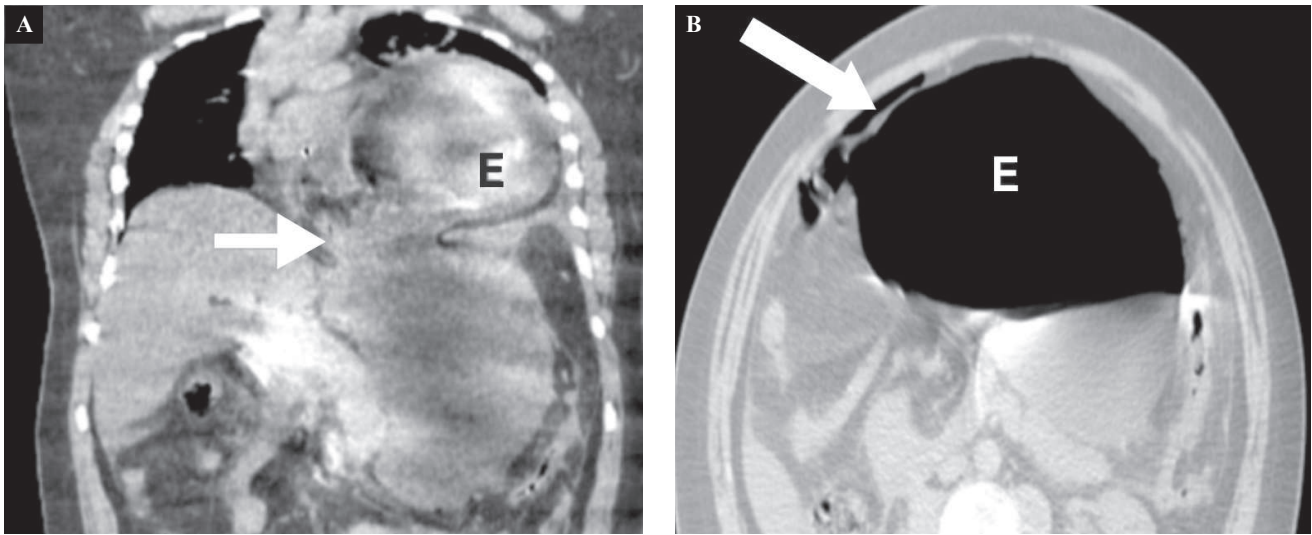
Tomografía toracoabdominal simple. A. Corte coronal. Desplazamiento del antro gástrico por encima de la unión esofagogástrica (E), rotación del estómago mesentérico axial con antro y píloro superiores al fondo gástrico (flecha). B. Corte axial. Dilatación gástrica (E), líquido libre, neumoperitoneo (flecha).
